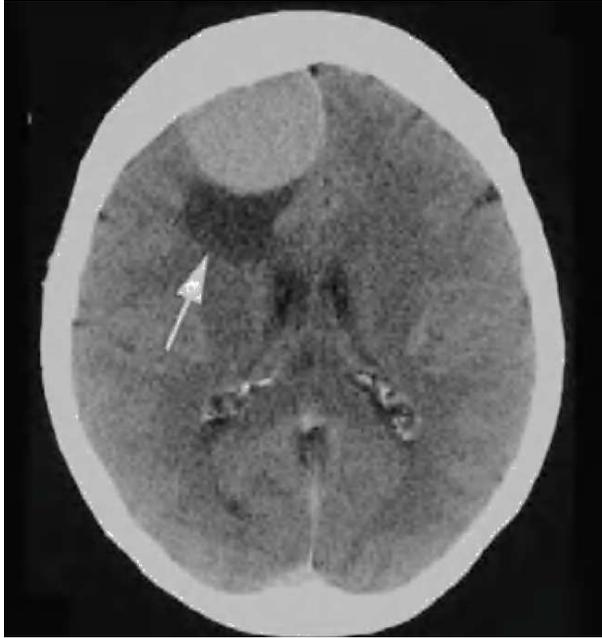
Tomografía axial computerizada (TAC) que pone de manifiesto un meningioma frontal (flecha).
